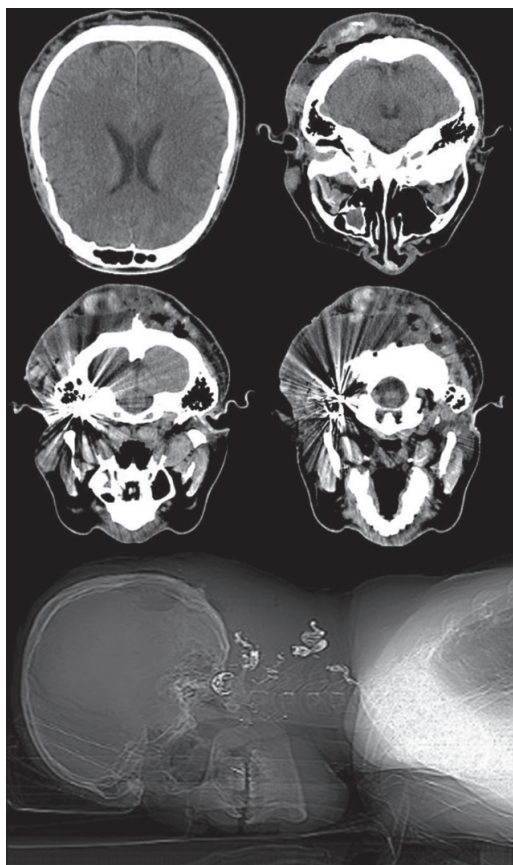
Компьютерная томограмма головы пациента через сутки после операции
